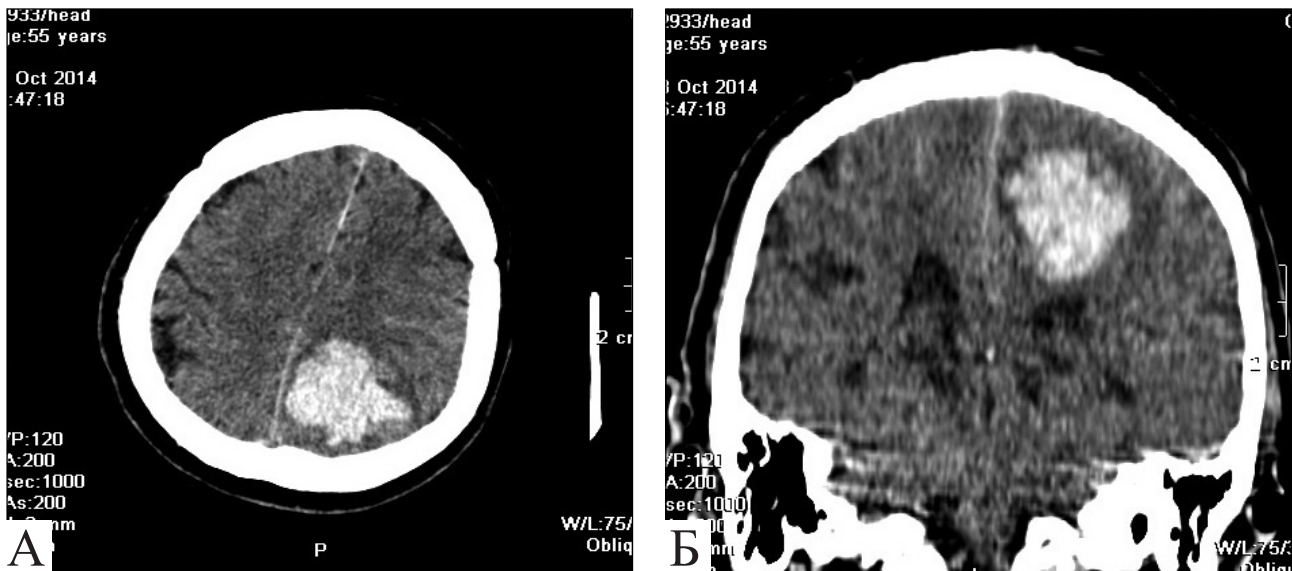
Передопераційна КТ: субкортикальна внутримозгова гематома теменної доли слева. А — аксиальна проекція; Б — фронтальна проекція
